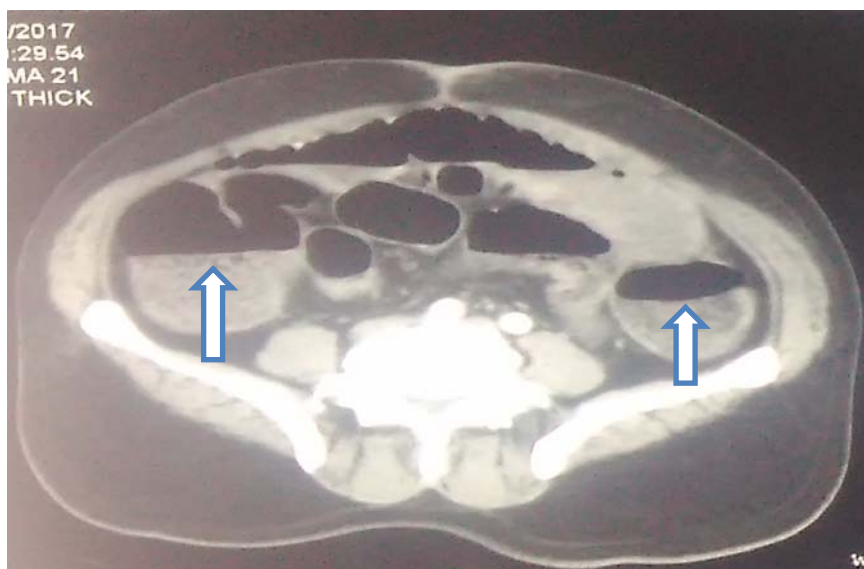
TDM faite en urgence montrant une occlusion intestinale aigue avec importante distension colique et grélique et des NHA chez un de nos malades.
